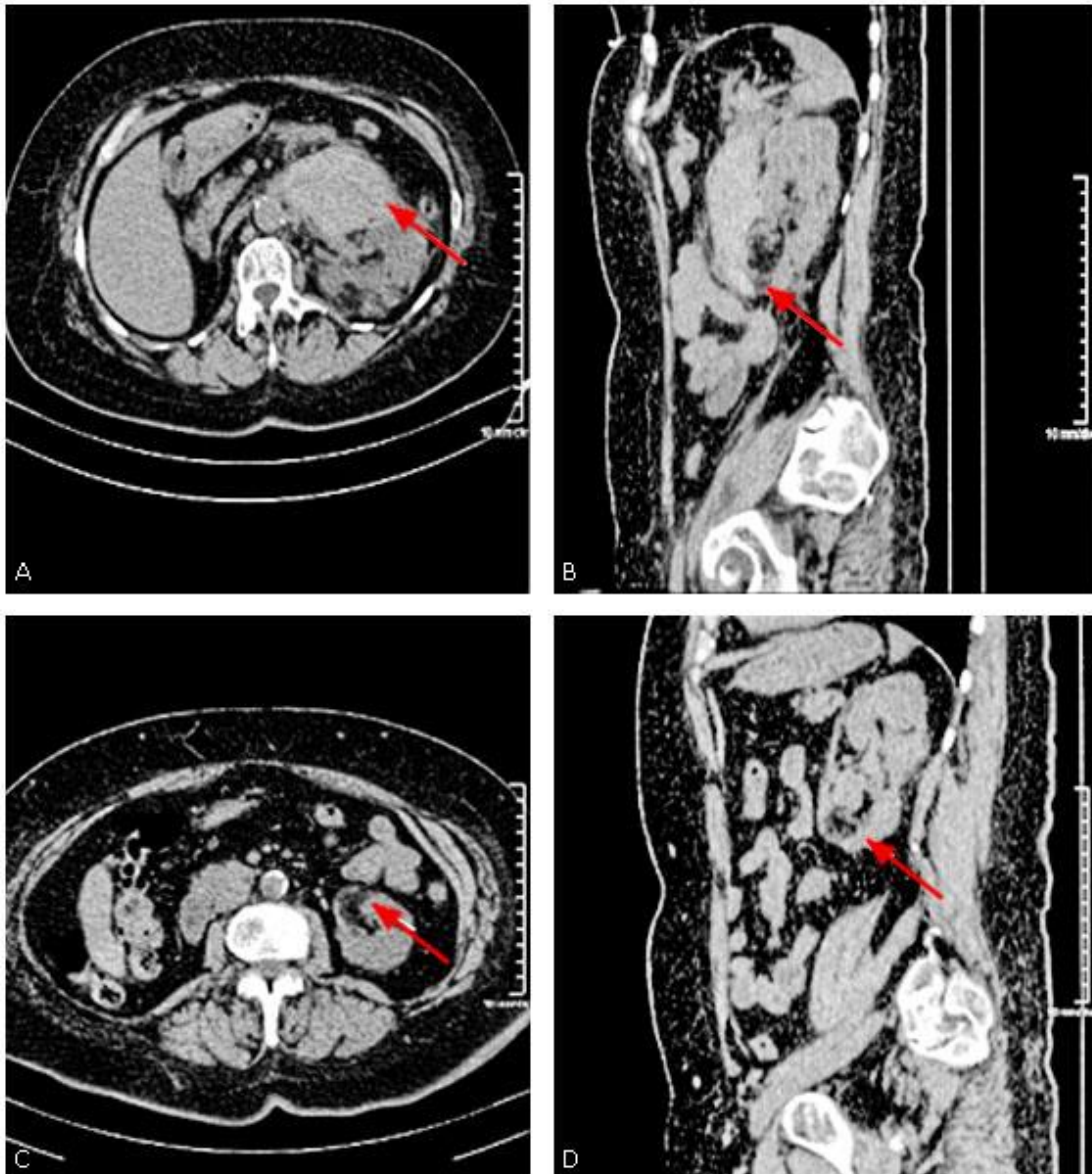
TAC de abdomen. Hematoma perirrenal en cara anterior (A y B). Posembolización a los tres meses (C y D).
